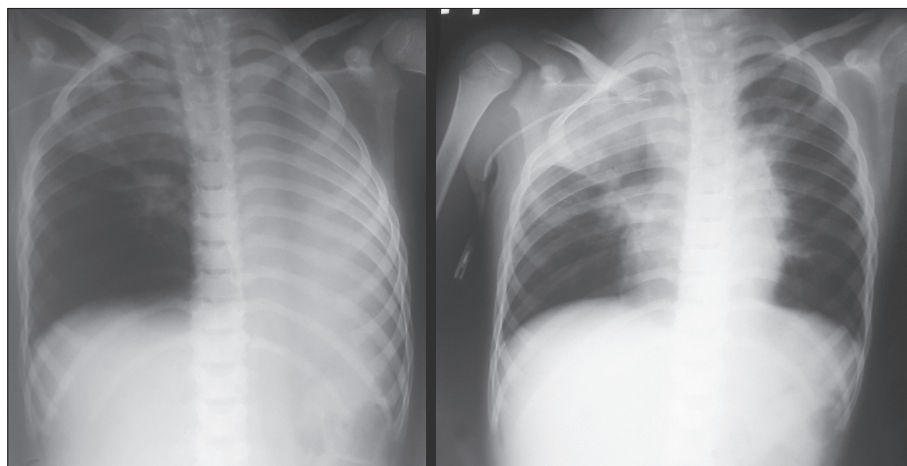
Рентгенограммы до (слева) и после (справа) бронхоскопии.
